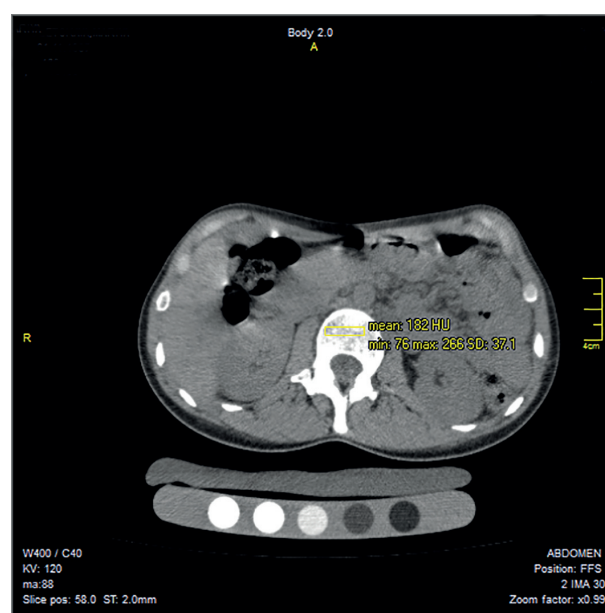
Аксіальний зріз КТ пацієнтки Є. з денситометричними показниками поперекового відділу хребта.
